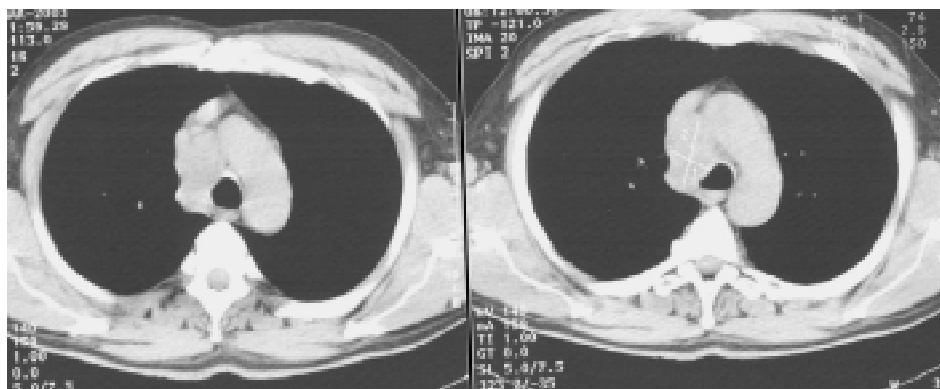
На КТ спостерігається пухлина з інвазією в середостіння. Протяжність стику пухлини із середостінням понад 3 см. Під час операції встановлено неоперабельне поширення раку в середостіння, верхню порожнисту вену, трахею
